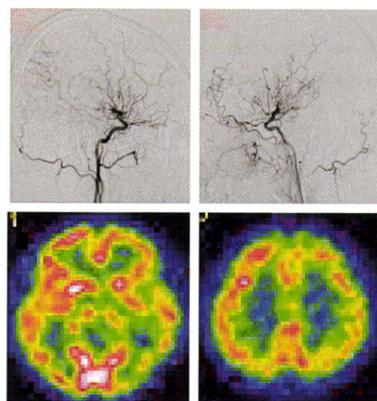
症例4. 脳血管造影(上段)では, 鈴木の脳血管写像分類で両側 stage3 であり, 左では ethmoidal moyamoya を認めた. また, Tc-99m ECD SPECT(下段)では, 左側頭・頭頂葉皮質に血流低下がみられた。
